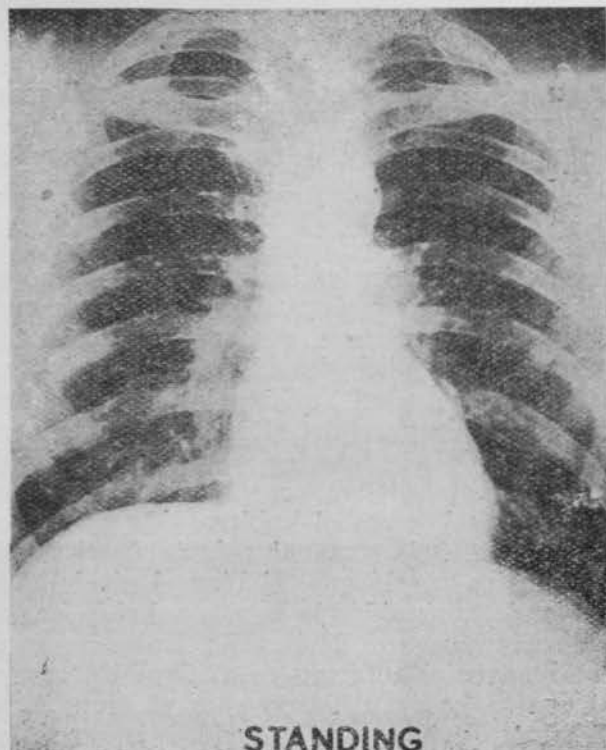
Radiografía anteroposterior de sujeto normal en bipedestación.
